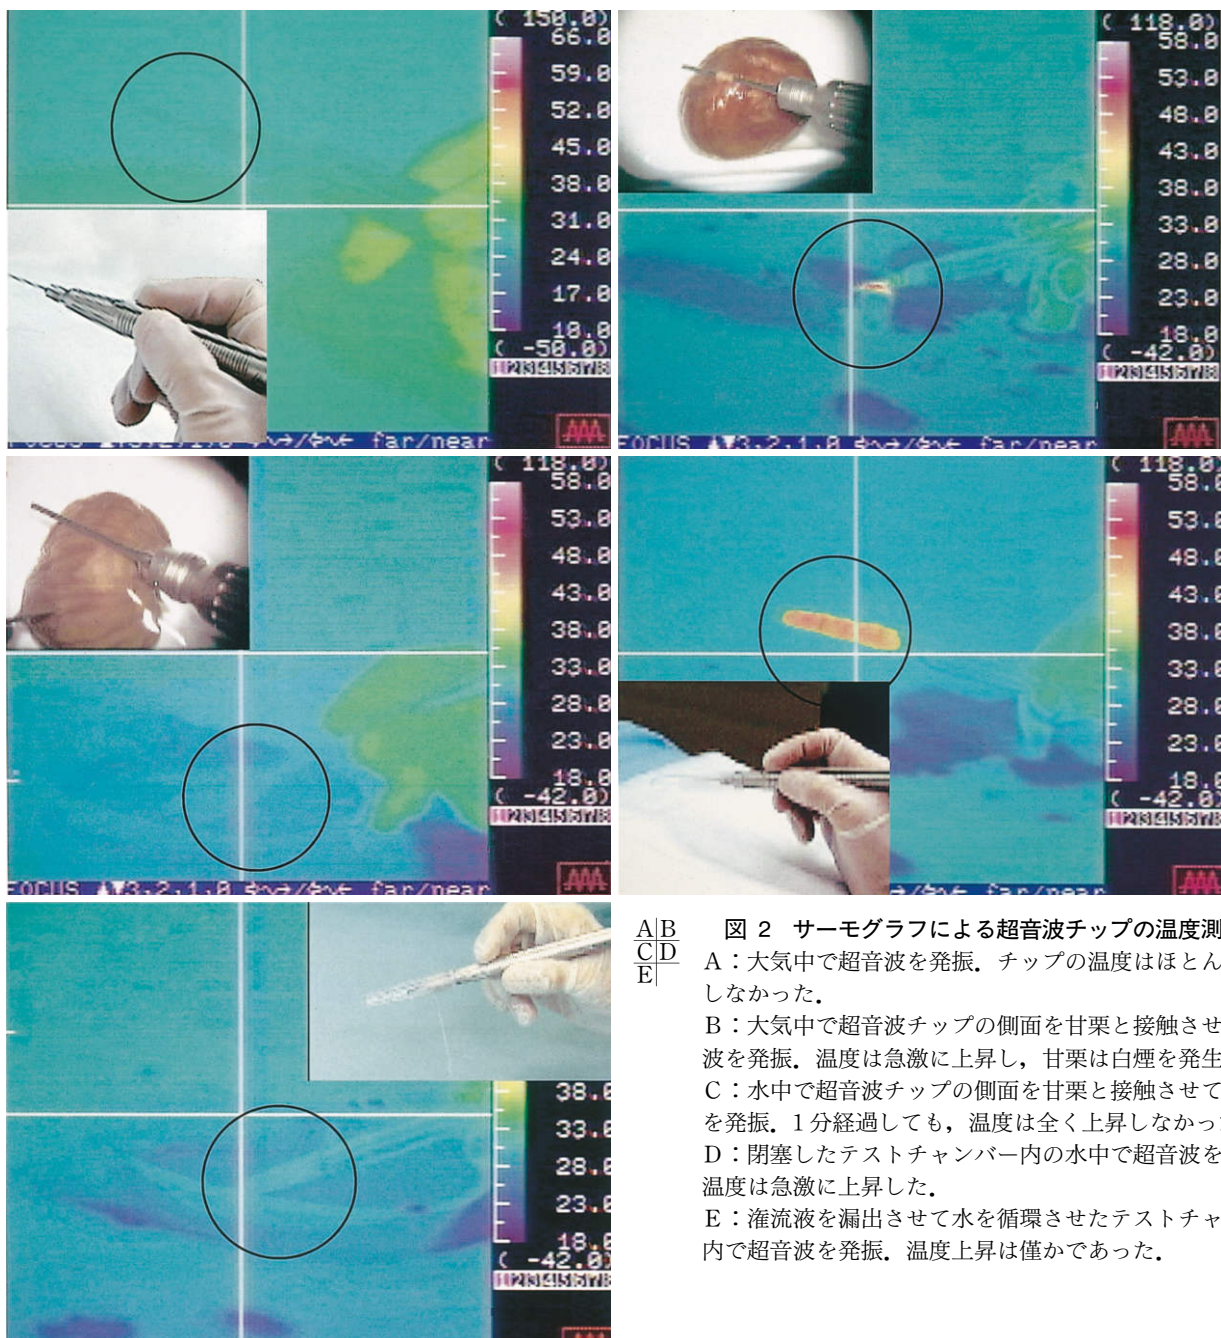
サーマグラフィによる超音波チップの温度測定。
